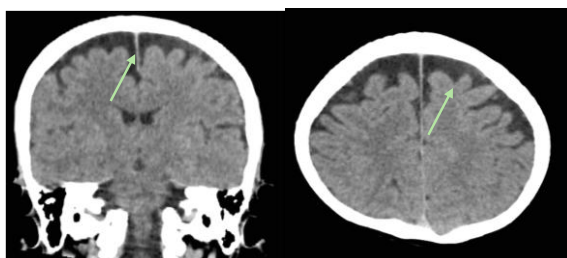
TC cerebral: atrofia frontal.
